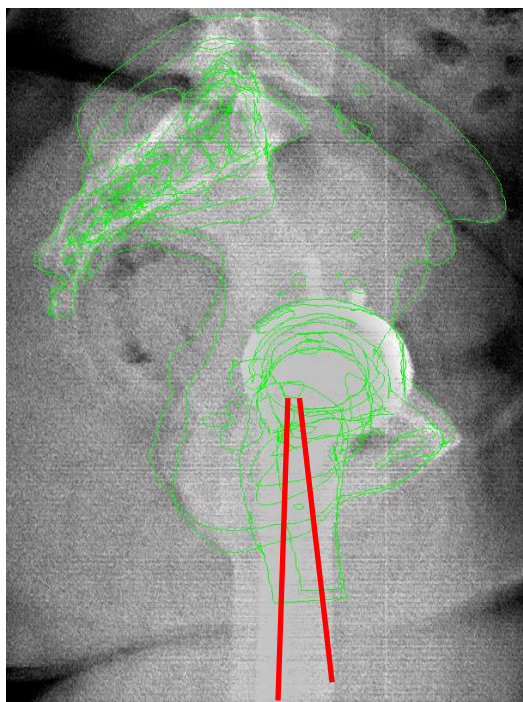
Rétroprojection des modèles scanner (contours en vert) sur les radiographies EOS® (en rouges les axes des diaphyses)
